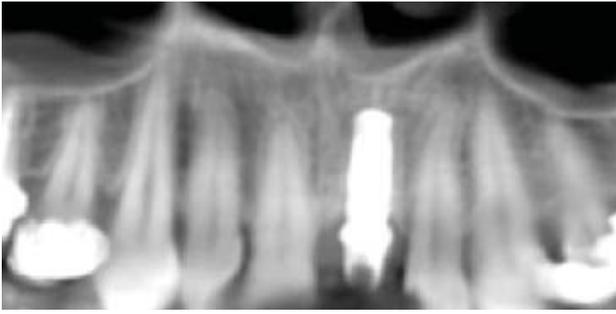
contrôle radiographique 3 mois après pose de l'implant
